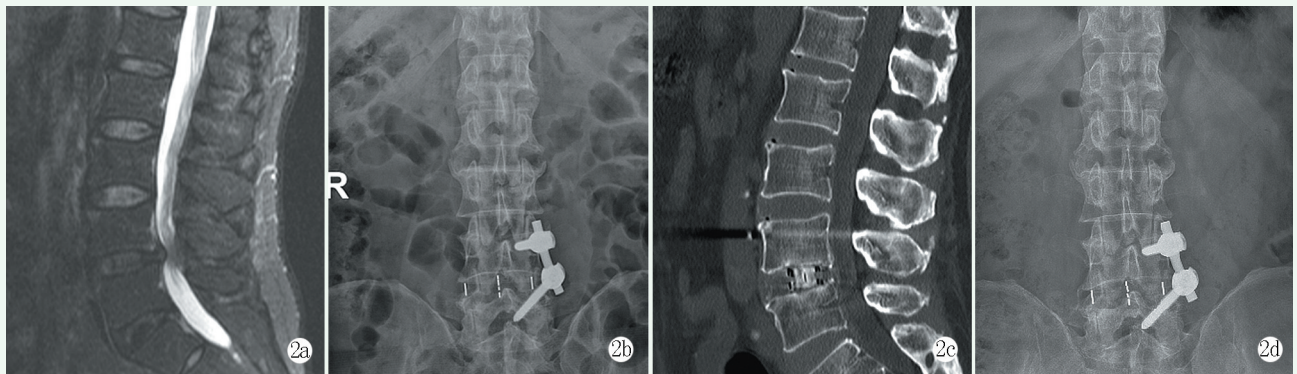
患者，男，61岁，腰椎间盘突出症(L<sub>4/5</sub>)，行同体位下OLIF联合单侧椎弓根螺钉固定术 2a: 术前MRT示L<sub>4/5</sub>间隙椎间盘突出 2b: 术后1个月随访腰椎X线片见置入物位置良好，无螺钉断裂、松脱 2c: 术后6个月随访腰椎CT见椎间融合器融合，无明显下沉 2d: 术后1年随访腰椎X线片见置入物位置良好，无螺钉断裂、松脱
